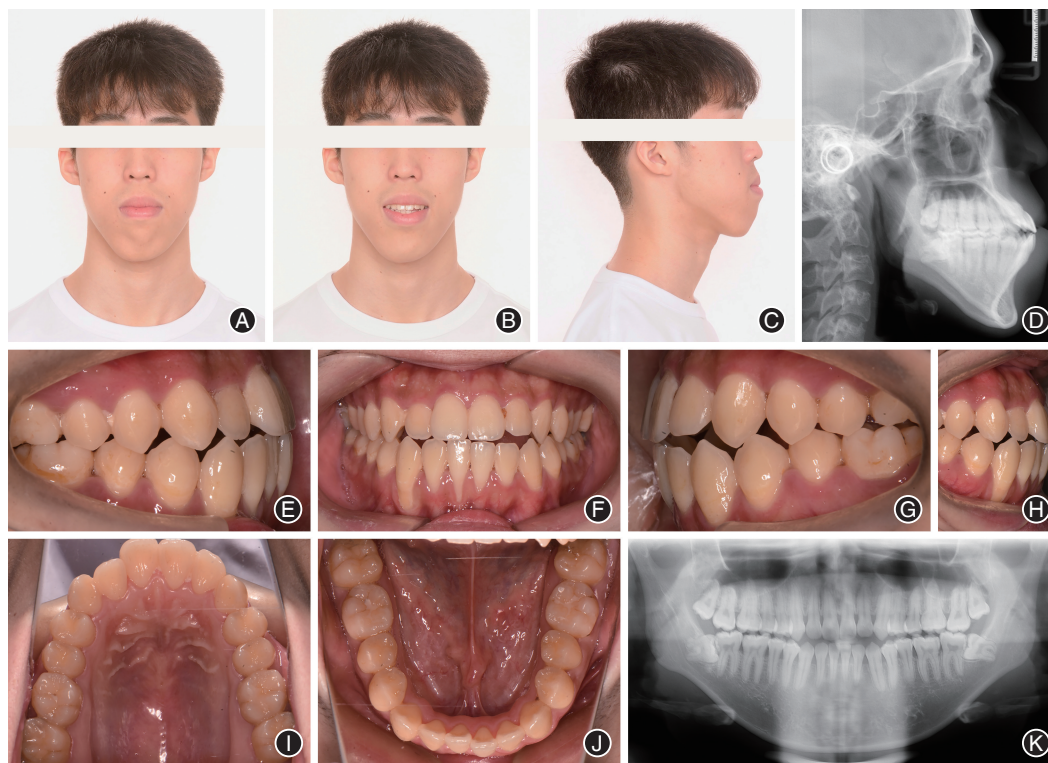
骨性Ⅲ类垂直生长型患者治疗前临床资料 A:正面相;B:正面微笑相;C:侧面相;D:X线头颅侧位片;E:右侧口内相;F:正面口内相;G:左侧口内相;H:前牙覆殆覆盖相;I:上颌口内相;J:下颌口内相;K:口腔全景曲面体层片。
